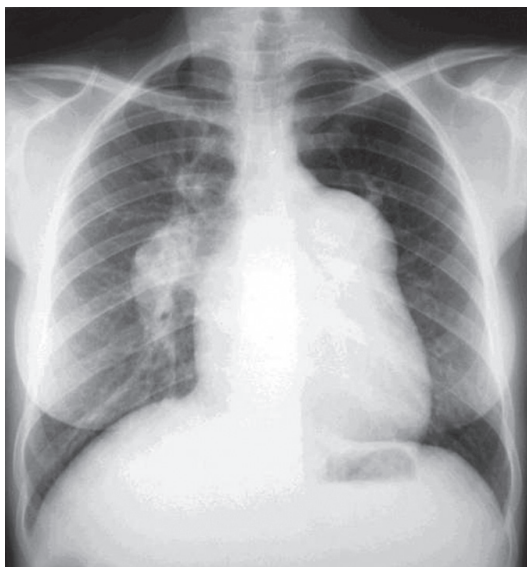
Radiografia de tórax mostrando abaulamento do tronco, da artéria pulmonar direita e do seu ramo interlobar.
